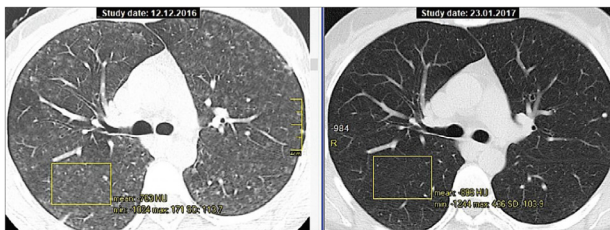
(за В. К. Гаврисюком). КТ хворої О., 37 років, ГП, гостра форма; зліва – до лікування, щільність паренхіми: – 763 НУ; справа –
